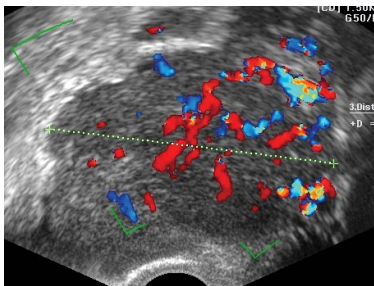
Tumoración pélvica sólida en rastreo con Doppler color, mostrando vasos de aspecto tumoral maligno.
